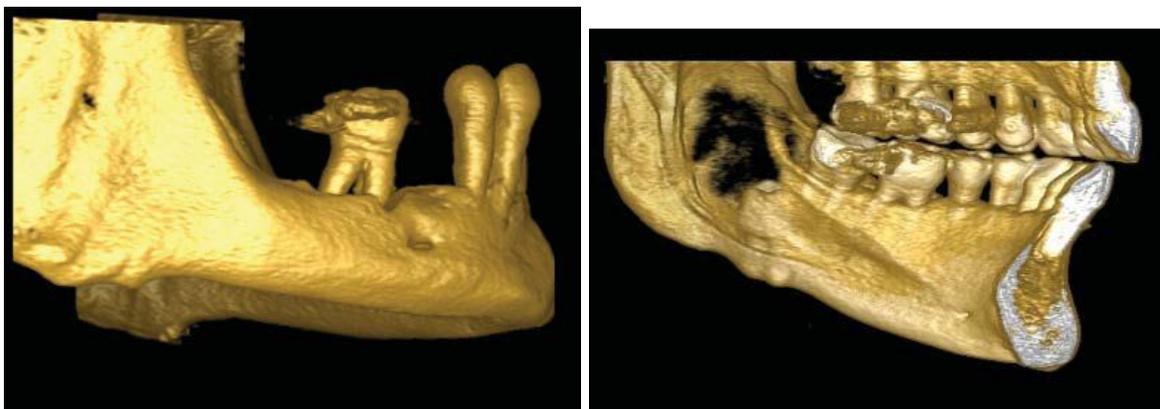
y b; A.- TAC imágenes tridimensionales, mostrando imagen volumétrica y nivel óseo B.- Imagen TAC Con identificación de nervio dentario inferior.
